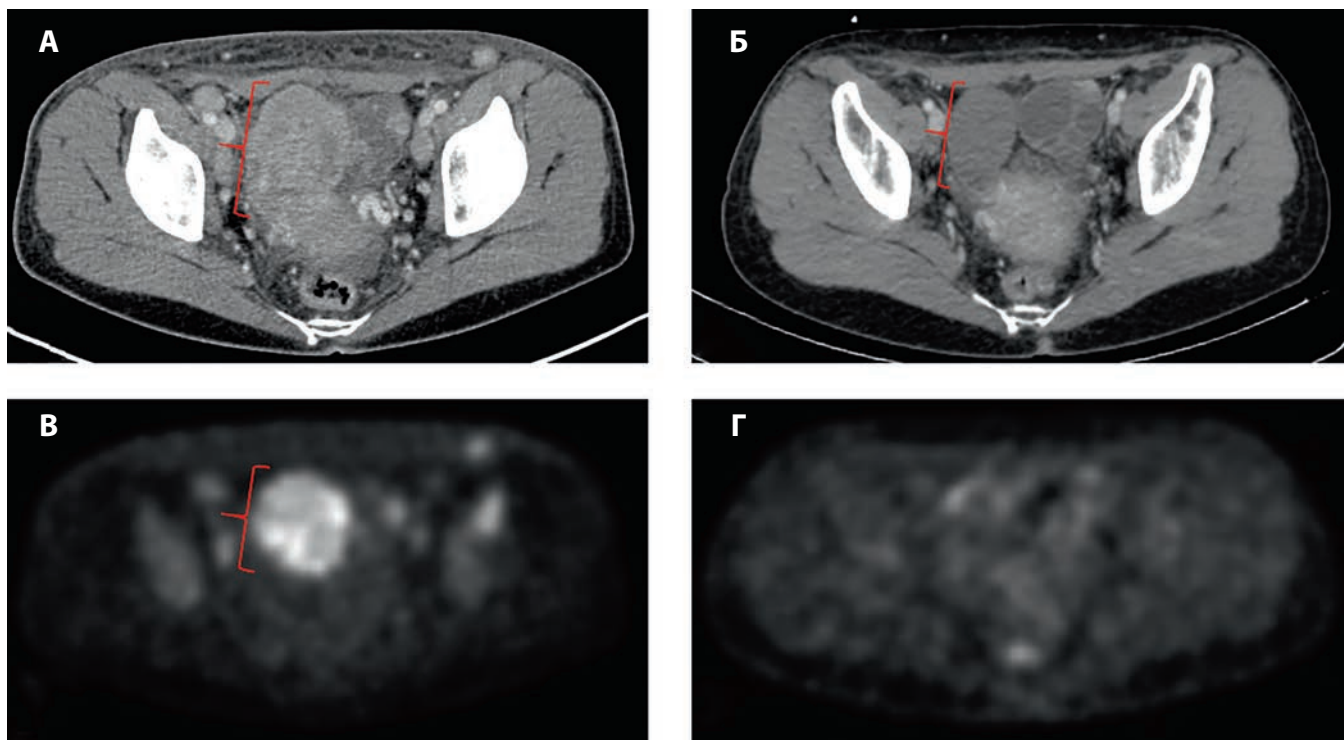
Данные ПЭТ/КТ органов малого таза пациентки Р. до и после противоопухолевого лечения:
